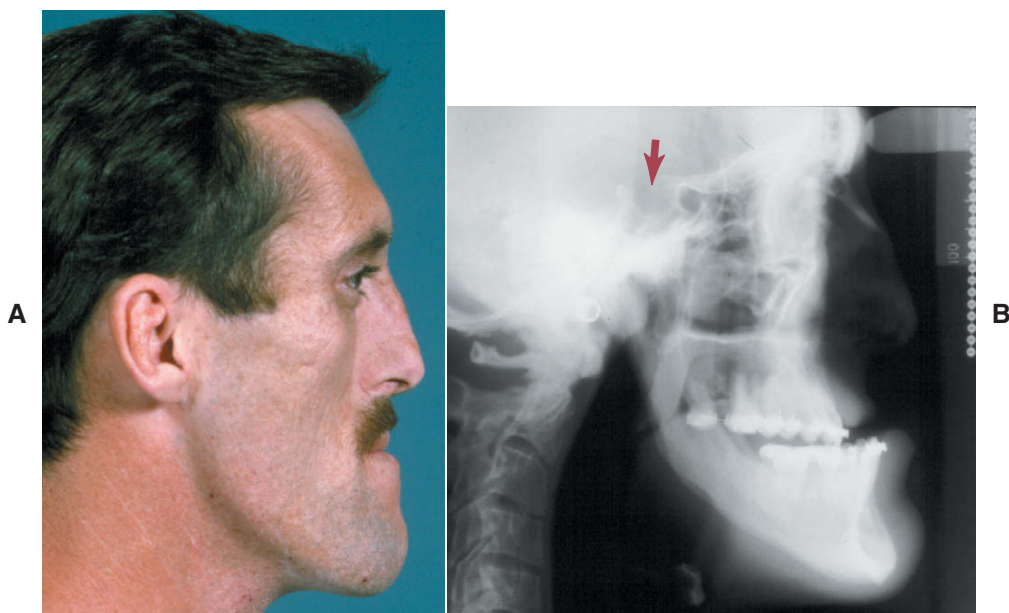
Vista de perfil e radiografia cefalométrica de um homem de 32 anos de idade com acromegalia, que foi diagnosticada 3 anos antes, após uma consulta a seu dentista, porque sua mandíbula estava crescendo para a frente. Após a irradiação da área anterior da glândula hipófise, houve a queda do nível elevado do hormônio de crescimento, com o fim do crescimento mandibular. Note o alargamento da sela túrcica e perda de definição de seu contorno ósseo na radiografia cefalométrica (seta), refletindo o tumor secretor nesta área. (De Proffit WR, White RP, Sarver DM. Contemporary Treatment of Dentofacial Deformity. St Louis: Mosby; 2003.)
